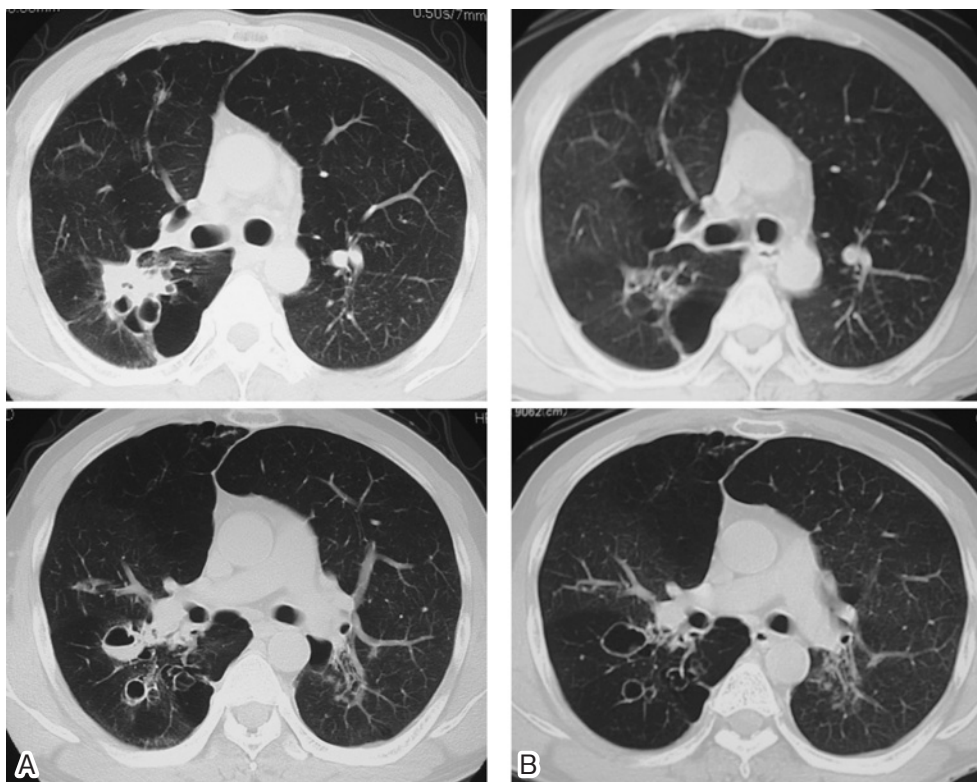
(A) Chest CT on admission showing the irregular mass, and intrabronchial fluid in the right S6. (B) Chest CT after 6 months of Minocycline treatment showing improvement of shadow.
